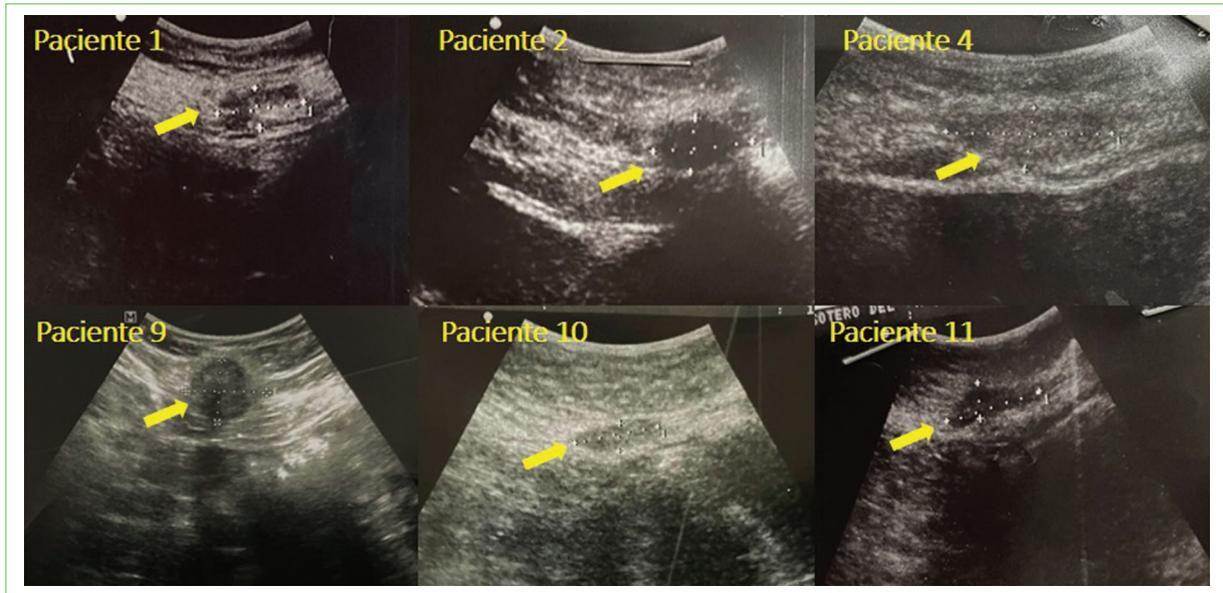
Ecografías abdominales de seis pacientes en las que se evidencian nódulos iso/hipoecogénicos, de bordes difusos, en diferentes capas de la pared abdominal. La flecha apunta al nódulo de endometriosis de la pared abdominal.
